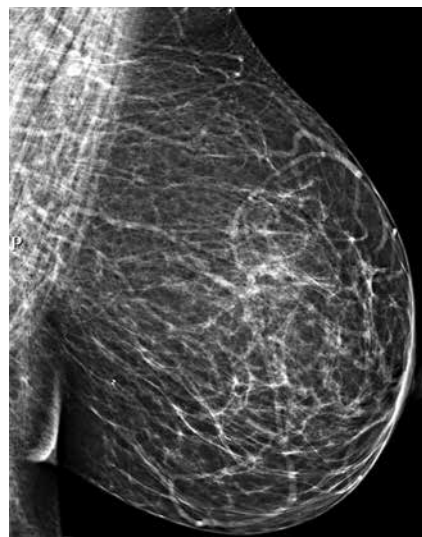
Та же пациентка, маммография левой молочной железы после неoadъювантной полихимиотерапии: 2 рентгеноконтрастные метки в проекции опухолевых узлов
